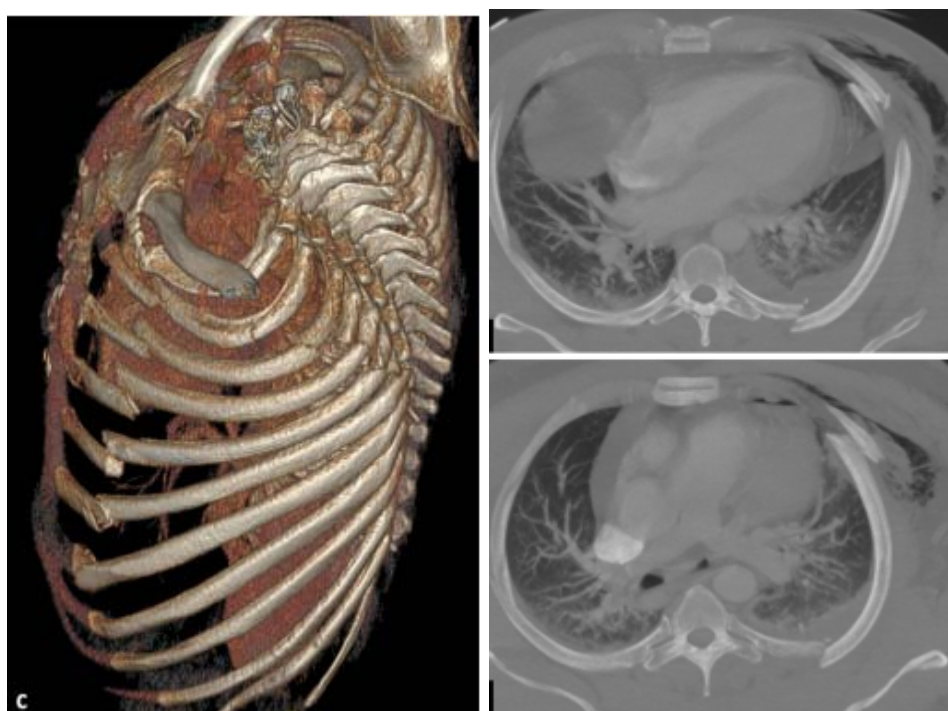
TDM thoracique : fractures bifocales des arcs antérieurs et postérieurs de la 2e à la 7e côte gauche réalisant un volet thoracique[47]
